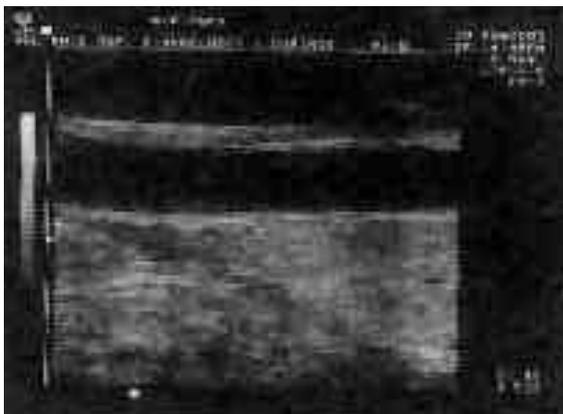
Ecotomografia di un'arteria carotide comune in scansione longitudinale.
